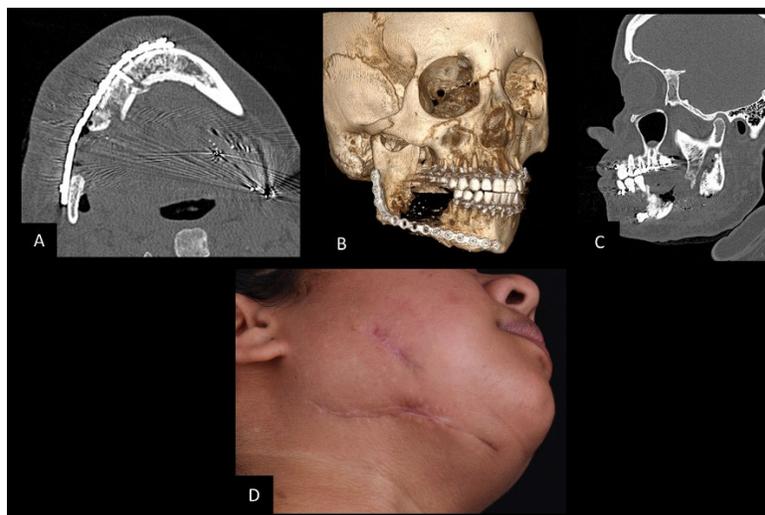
(a y b) Reconstrucción 3D y corte axial de la TC facial con adaptación íntima de la placa de reconstrucción mandibular, (c) Corte sagital que muestra cóndilo mandibular articulado en cavidad mandibular, (d) Cicatrices faciales
